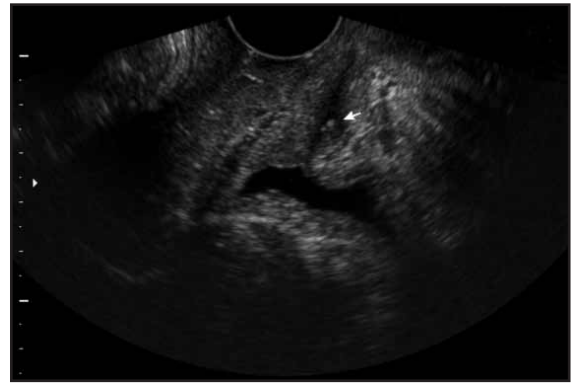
Con ecografía se puede visualizar en esta paciente un cuerpo extraño intrauretral insospechado. Este tipo de lesiones pueden ser causantes de una incontinencia de urgencia o infecciones recurrentes. En este contexto, sin ayuda de las técnicas de imagen, en este caso la ecografía, son a menudo pasados por alto en mujeres con infecciones recurrentes, síntomas de urgencia miccional y dolor; y solamente hasta que se visualiza la estructura uretral y sus relaciones espaciales el diagnóstico puede no ser el correcto
